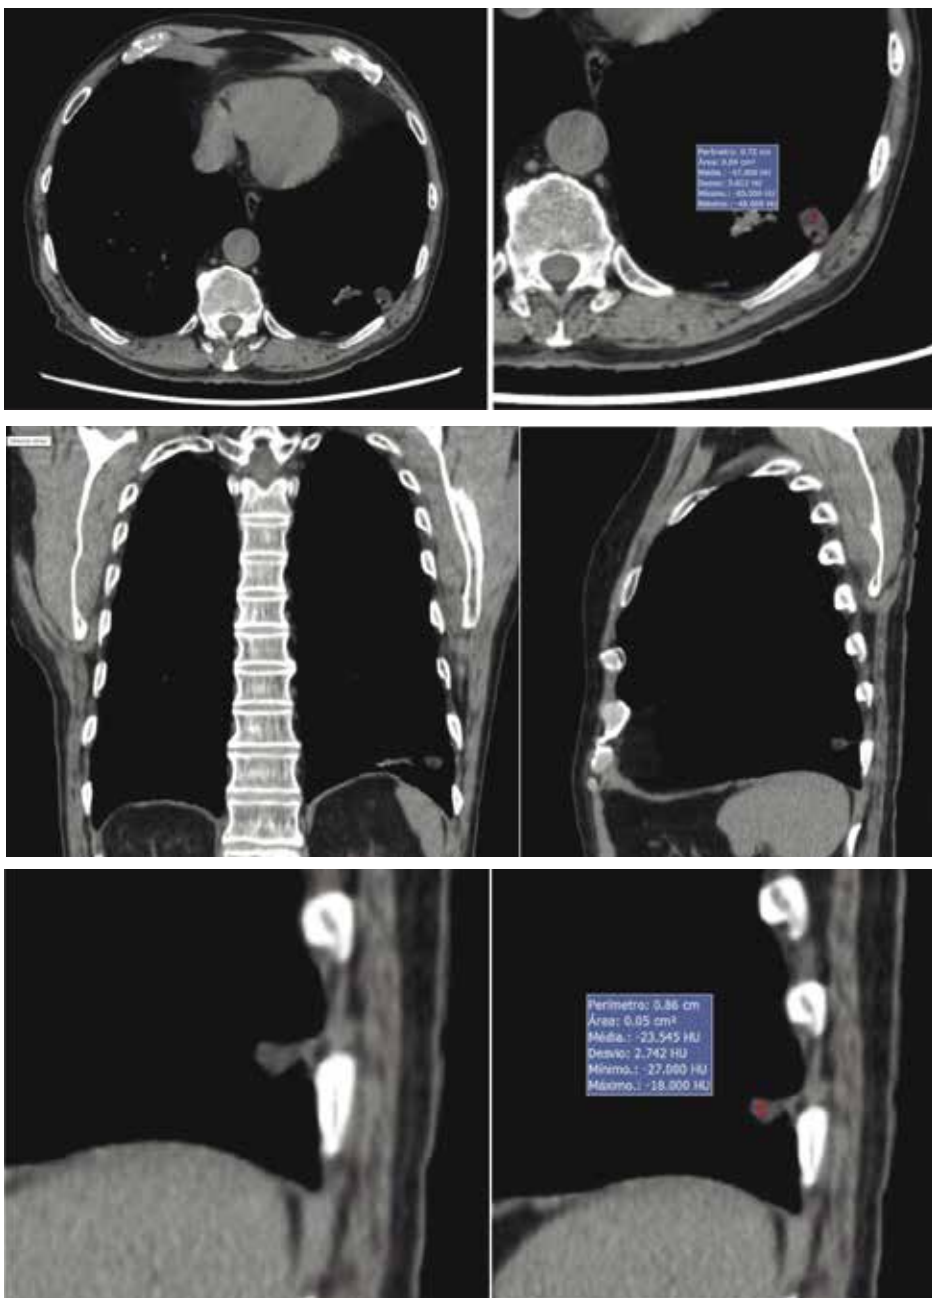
TC de tórax sem contraste, em janela de partes moles, demonstrando estabilidade do nódulo na periferia do lobo inferior esquerdo com densidade de gordura.
